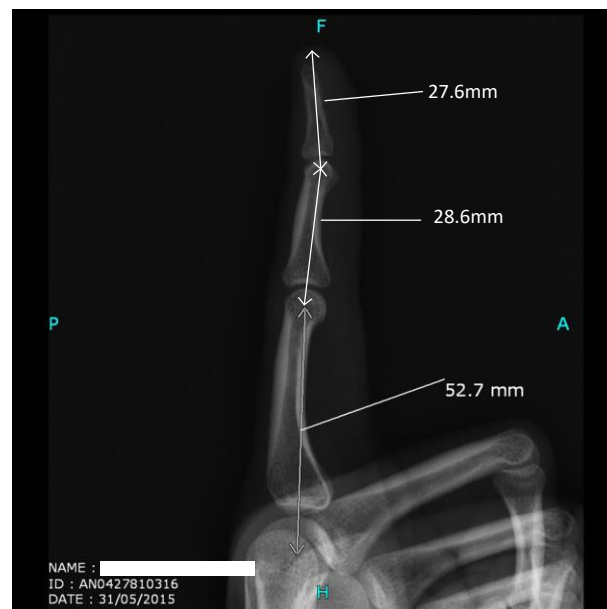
Longitud de las falanges proximal, media y distal del dedo índice medidas sobre una radiografía
